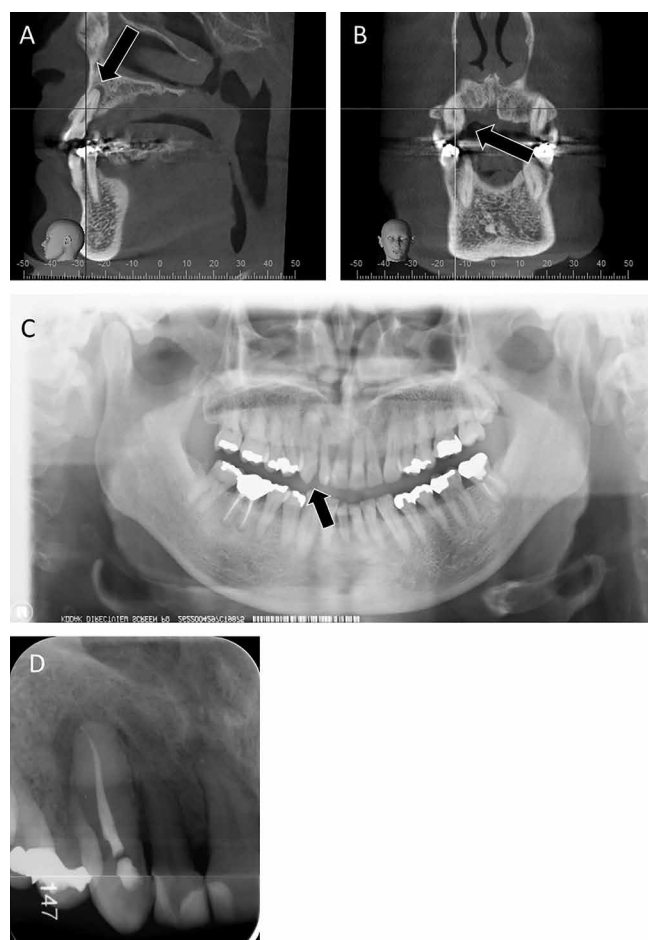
保定後のCBCT写真、パノラマエックス線写真および歯内療法後のデンタルエックス線写真画像
